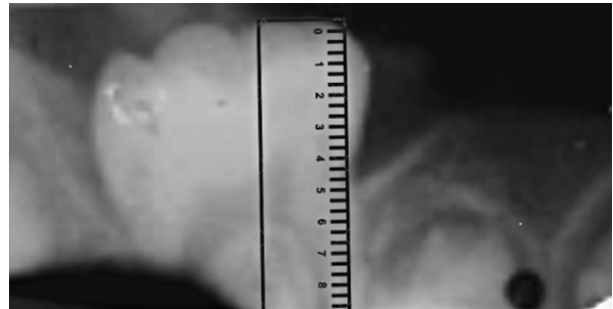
Radiografía dentoalveolar inferior derecha, se observa medida milimétrica del largo del zapato distal.
